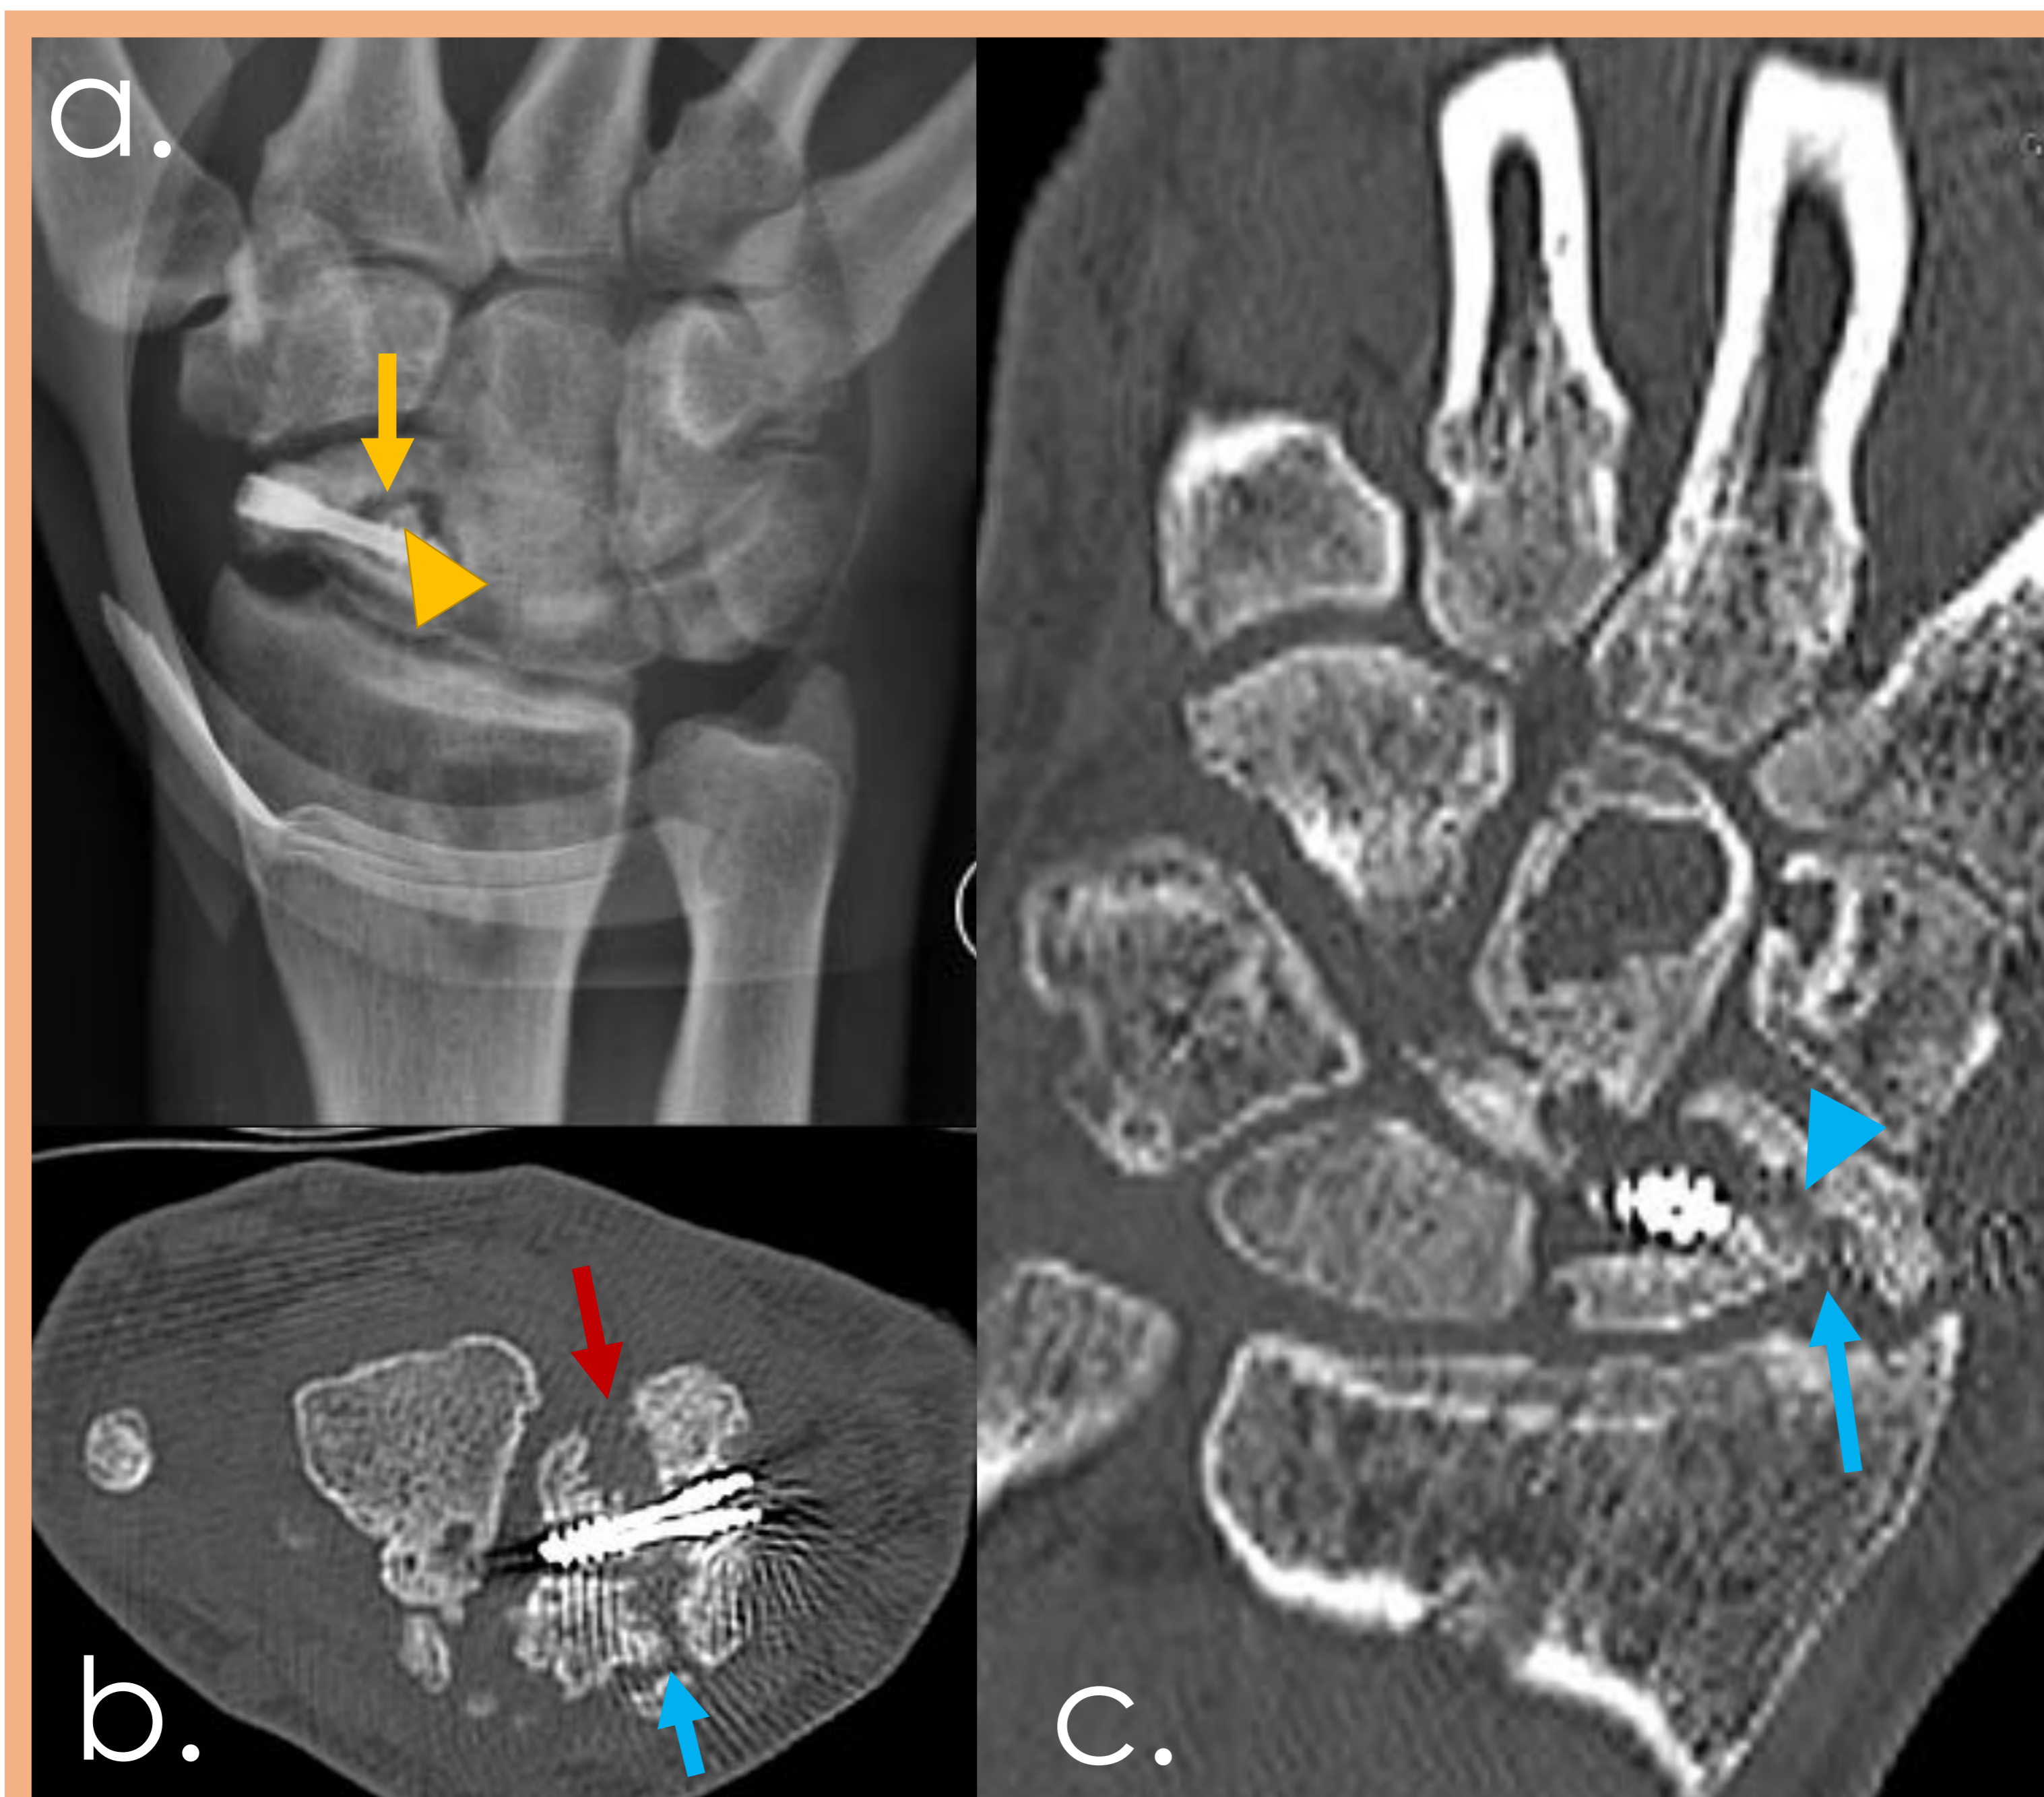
Pseudoartrosis atrófica. Paciente de 38 años con fractura de escafoides, imágenes tras 9 meses desde la fijación y con persistencia de dolor. a, Radiografía AP con línea de fractura visible (flecha amarilla), esclerosis de los extremos óseos (cabeza de flecha amarilla) y material quirúrgico normoposicionado. b y c, TC en planos axial y coronal oblicuo respectivamente, con bordes atróficos (flecha azul), separación de los márgenes de fractura (flecha roja) y pérdida ósea (cabeza de flecha azul).
